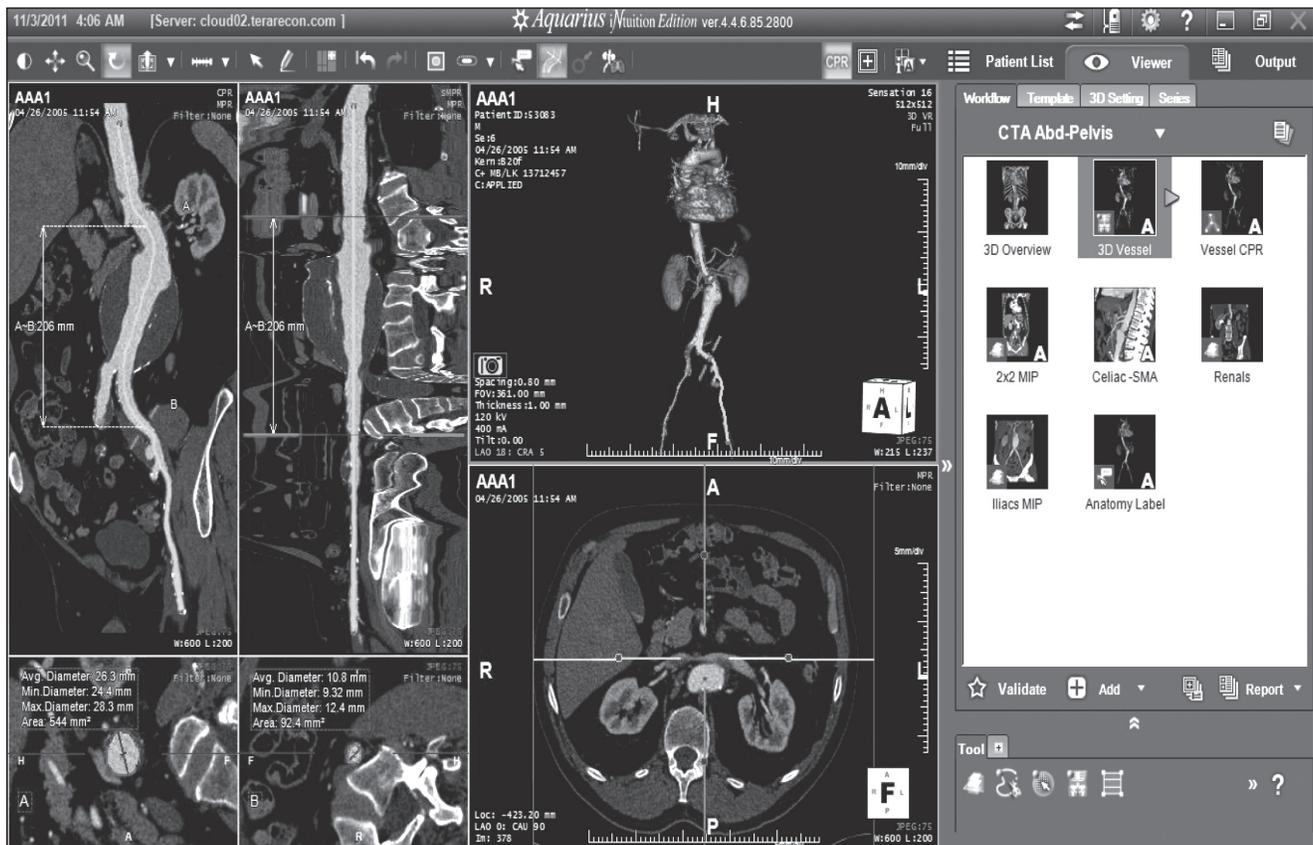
Aspecto da tela inicial do programa iNtuition Cloud da TeraRecon para angiotomografia abdominal.
